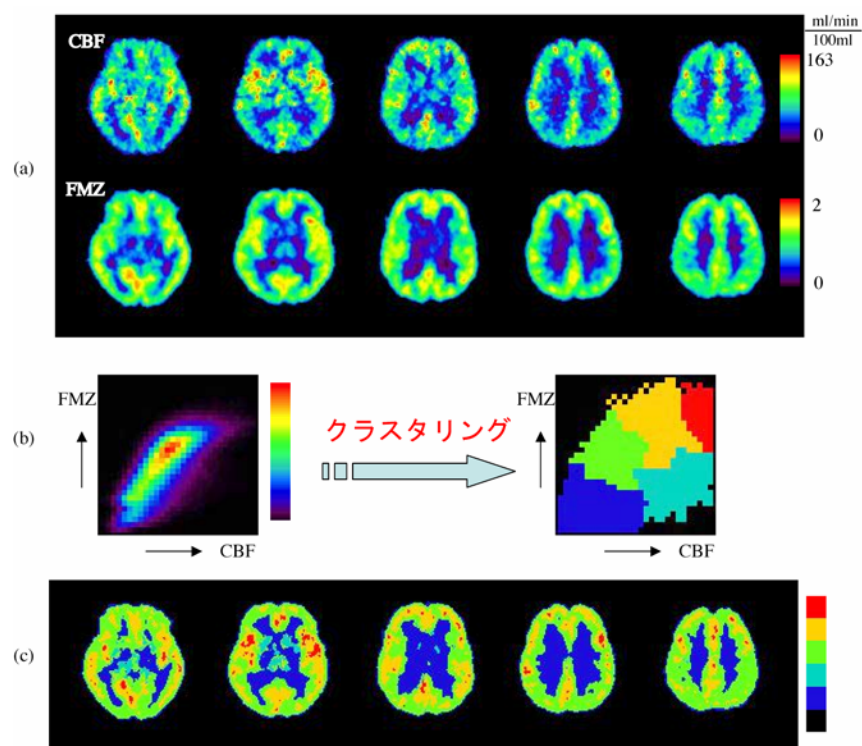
健常ボランティア症例1:(a)CBFとFMZのPET画像。(b)画素単位での相関(左)とクラスタリングした相関マップ(右)。(c)元の横断面像に投影し作成された相関クラスター画像。
